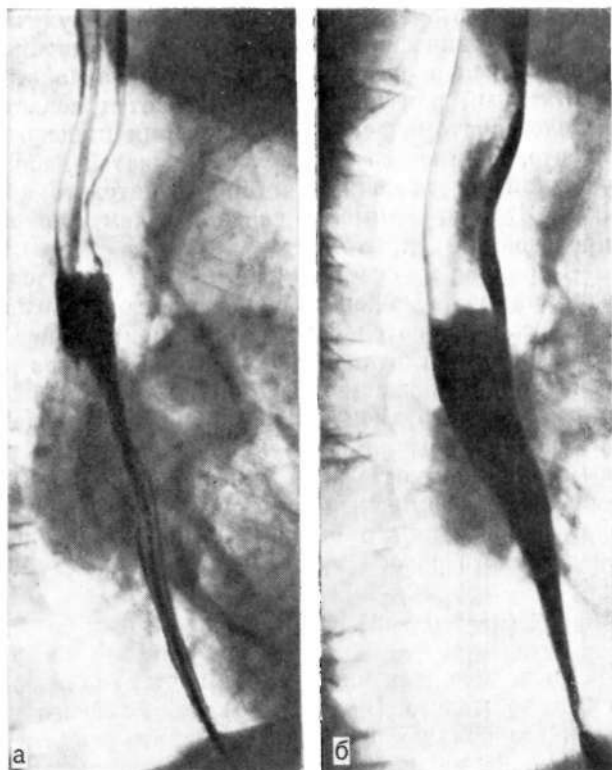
Рентгенограммы пищевода в прямой (а) и правой косо́й (б) проекциях. Смещение и прорастание пищевода при центральном раке левого легкого. По задней стенке пищевода — изъязвление.
